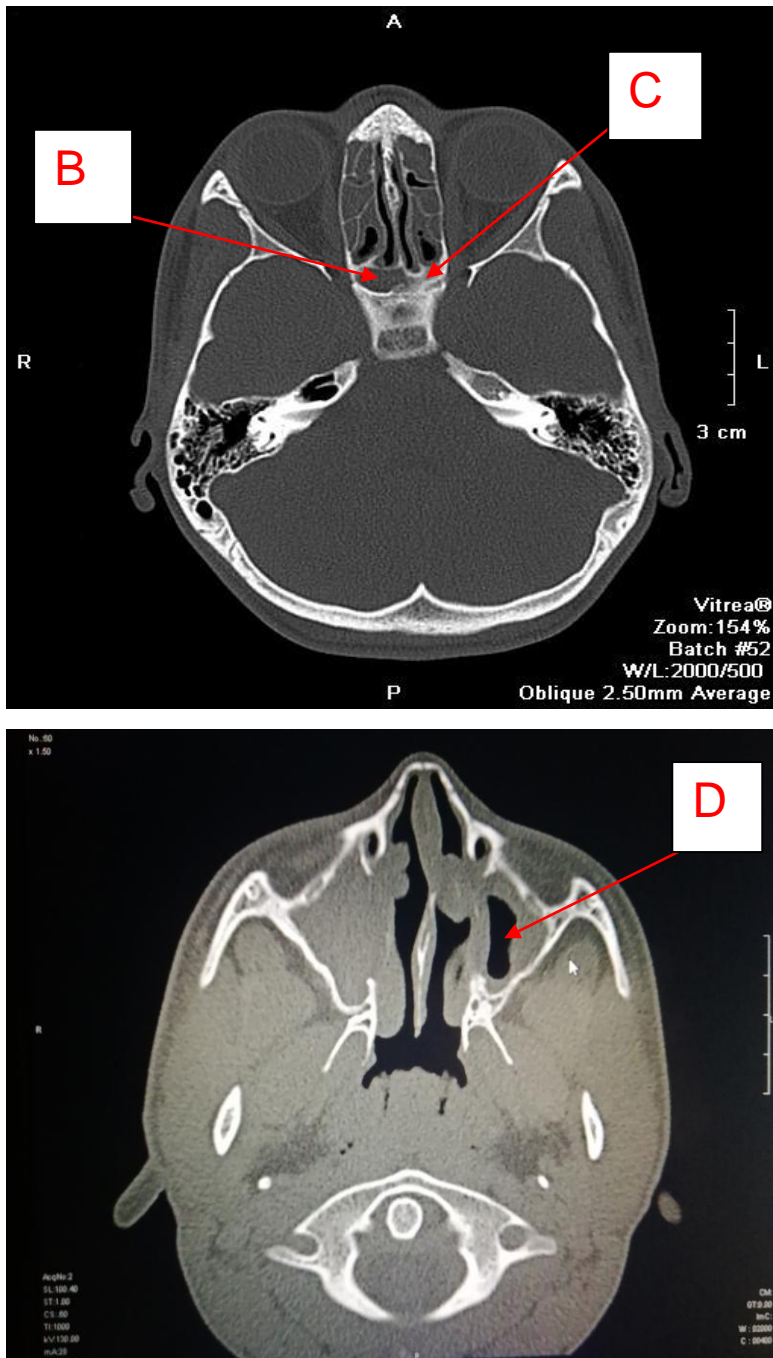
Варианты нарушения развития околоносовых пазух (компьютерная томограмма больного с муковисцидозом, возраст 25 лет): А – гипоплазия лобной пазухи; В – гипоплазия клиновидной пазухи; С – аплазия клиновидной пазухи; D – гипоплазия верхнечелюстной пазухи
